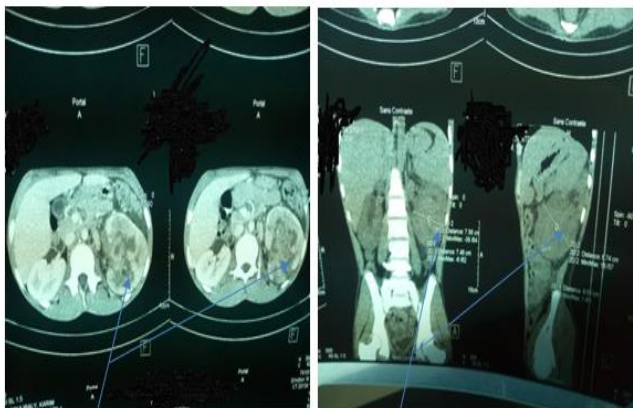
Uro-TDM (coupe abdominale)
